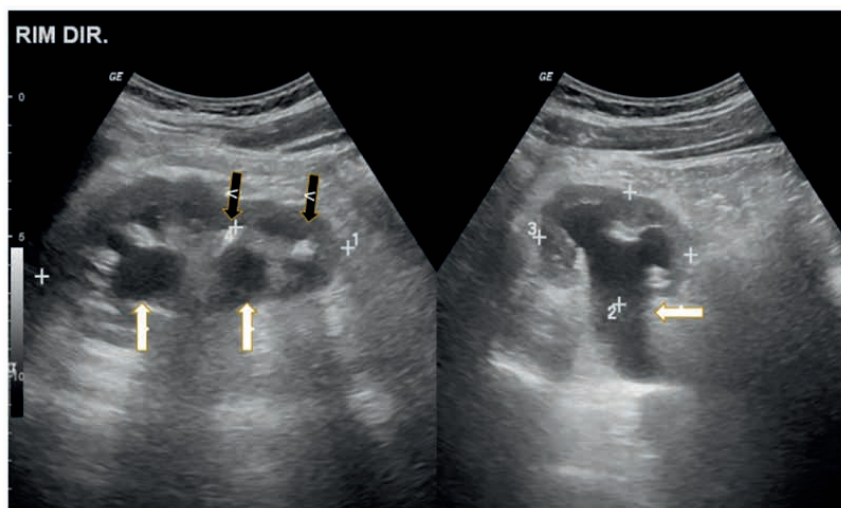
Imagens de ultrassonografia do rim direito. À esquerda, corte longitudinal, evidencia nefrolitíase (seta preta), condicionando sombra acústica posterior e hidronefrose (setas brancas). À direita, corte axial, evidencia hidronefrose (setas brancas).
